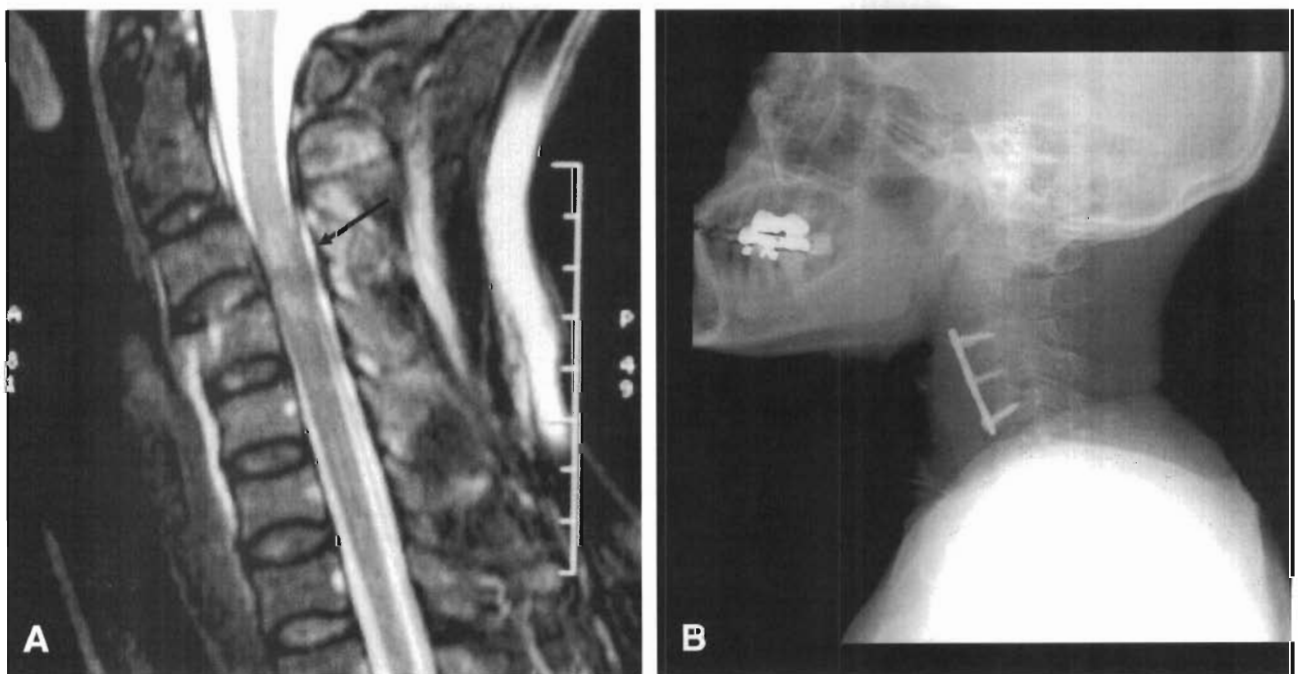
Cervical MRI (A) before operation and c-spine lateral (B) after anterior fusion in case 2. Arrow indicate cord signal change at C3-4 levels.
